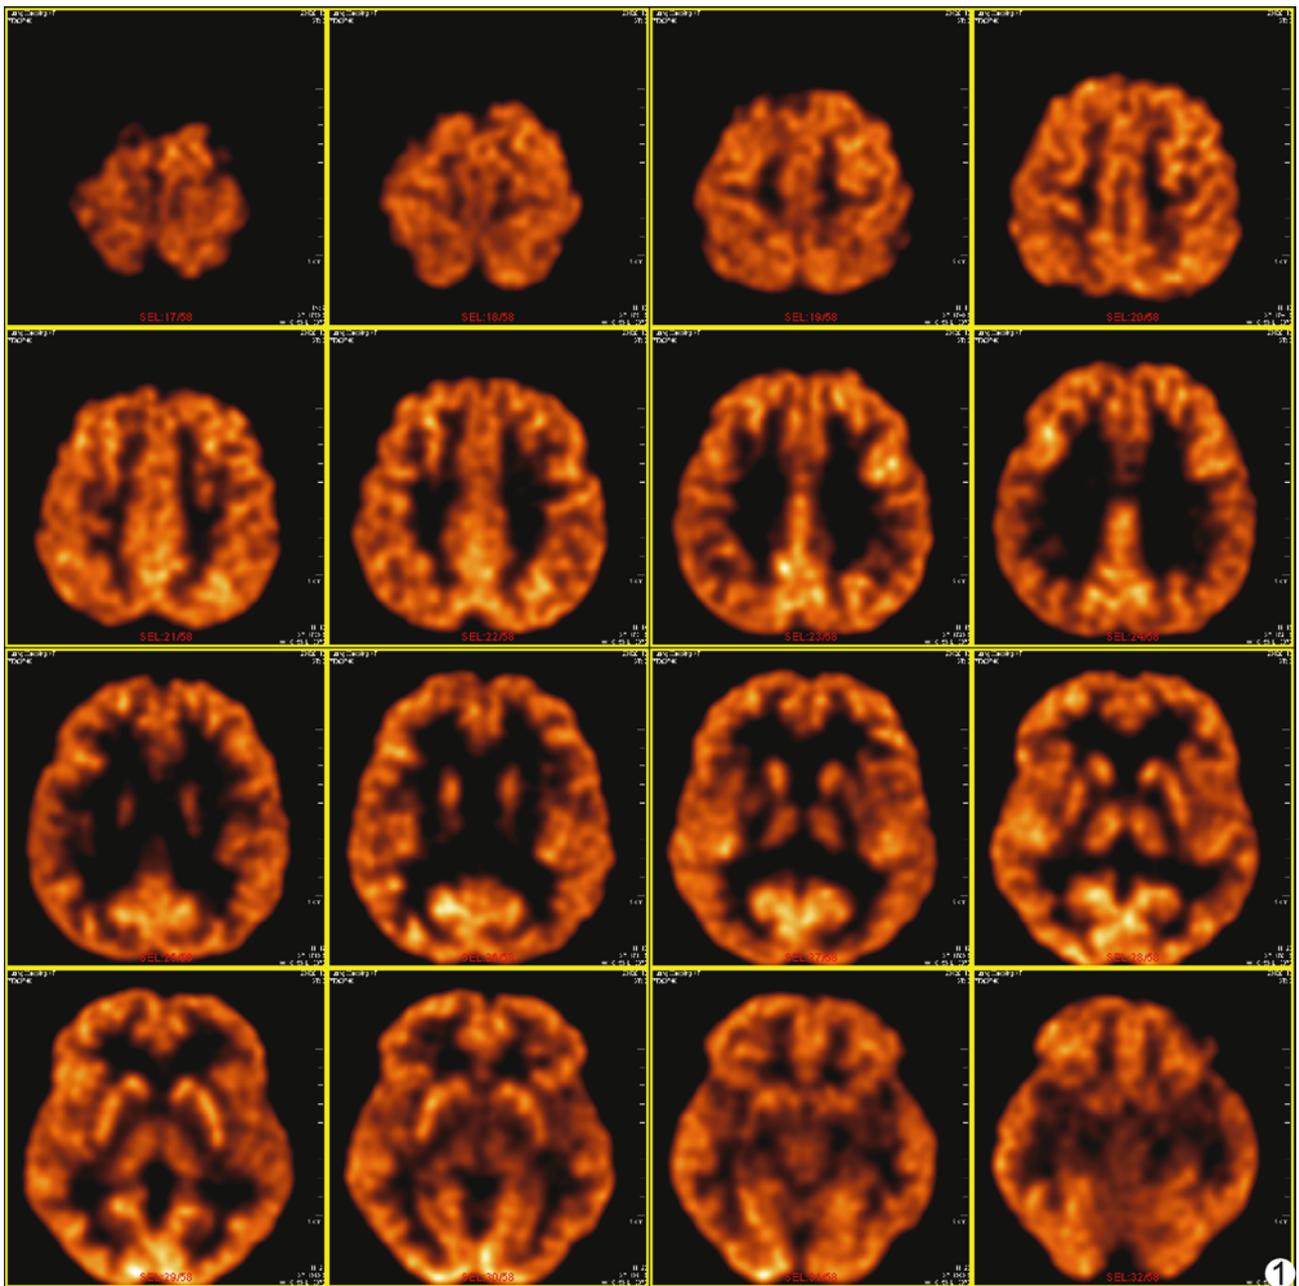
患者女,20 岁,智力低下,PET 图像正常
